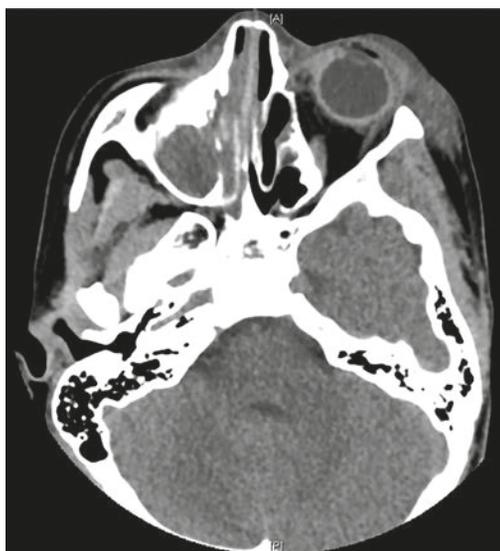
TAC al ingreso: muestra celulitis periorbitaria izquierda con ocupación de senos paranasales de predominio derecho.
